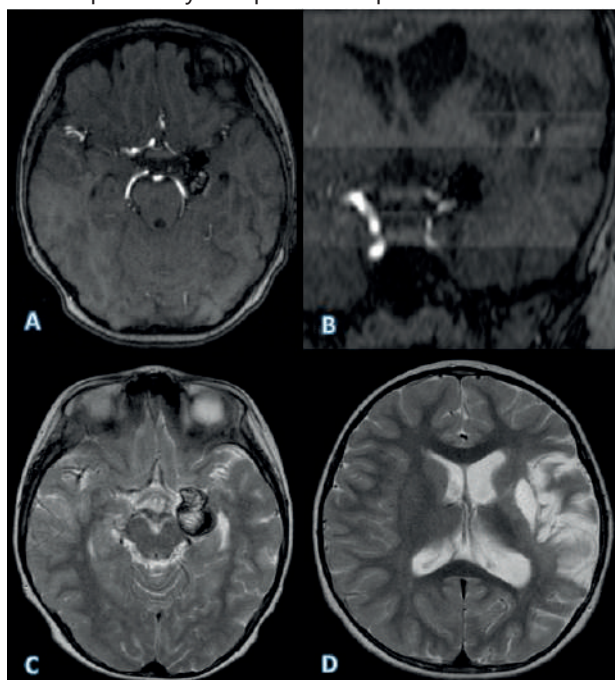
На контрольной МРТ головного мозга через 6 месяцев аневризма не контрастируется.
